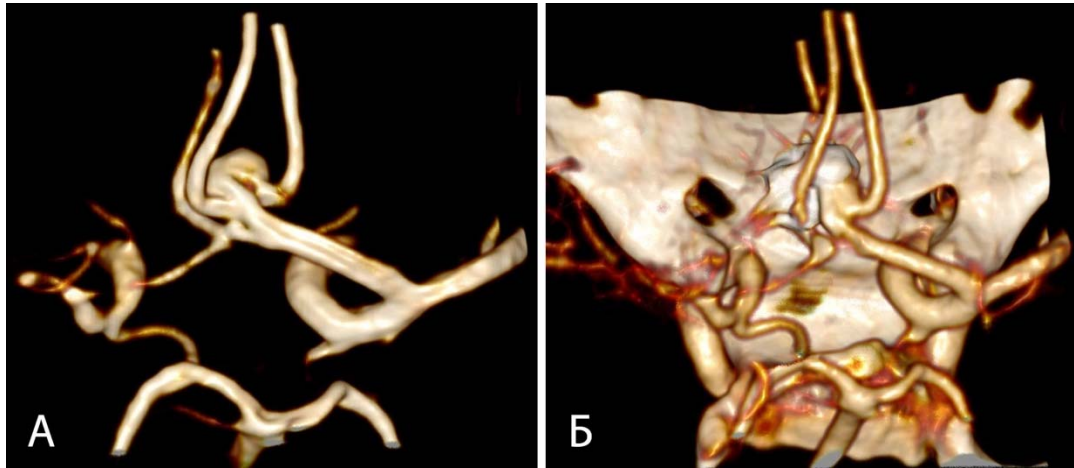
Пациентка Т., 55 лет. Аневризма ПСА после проведения операции частичной окклюзии спиралями: А – визуализация аневризмы без артефактов от спиралей на МРА, Б – визуализация аневризмы с артефактами от спиралей на СКТ-АГ
